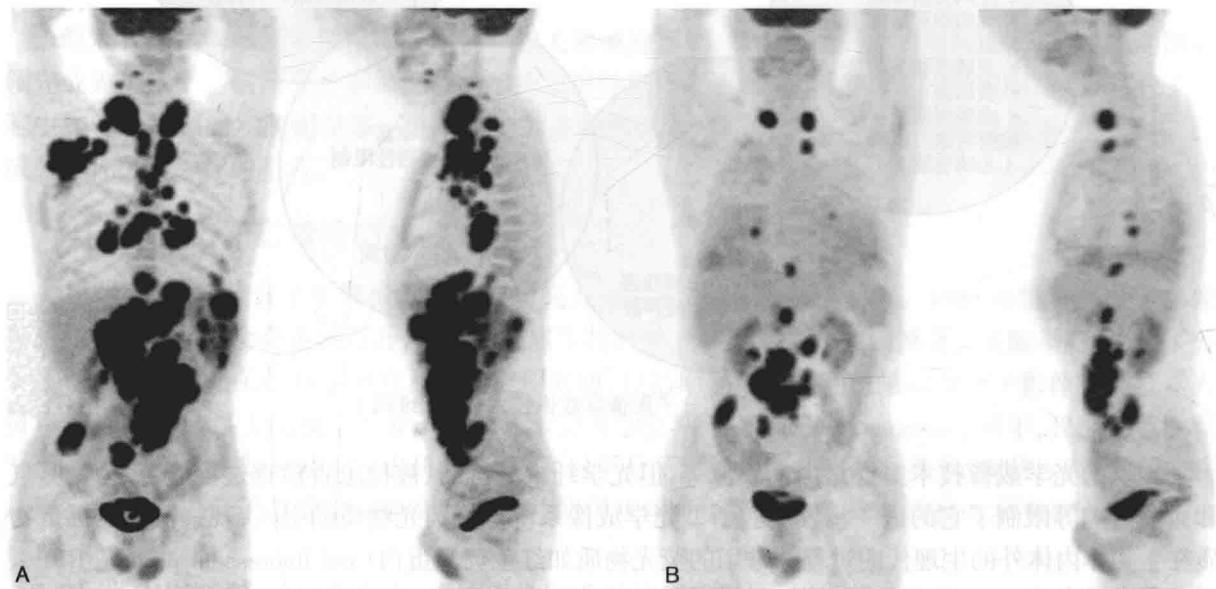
B淋巴细胞瘤患者 ^{18}F -FDG PET成像结果
